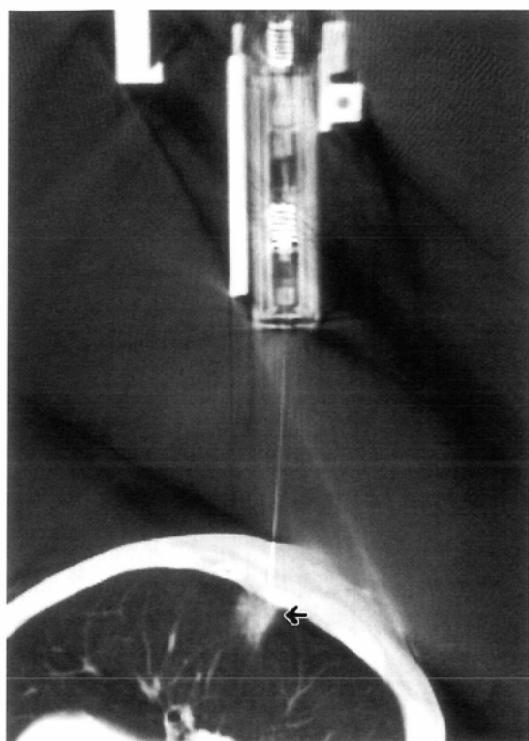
80 y. o. female. CT image during biopsy procedure for the pulmonary nodule (arrow) using the equipment. Note that whole needle is clearly shown. The tip of the needle successfully reaches the nodule.
